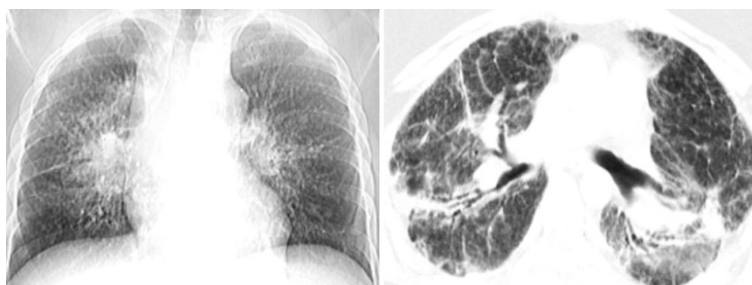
Саркоїдоз IV стадії (РГ та КТ) – поширений деформуючий фіброз легень
